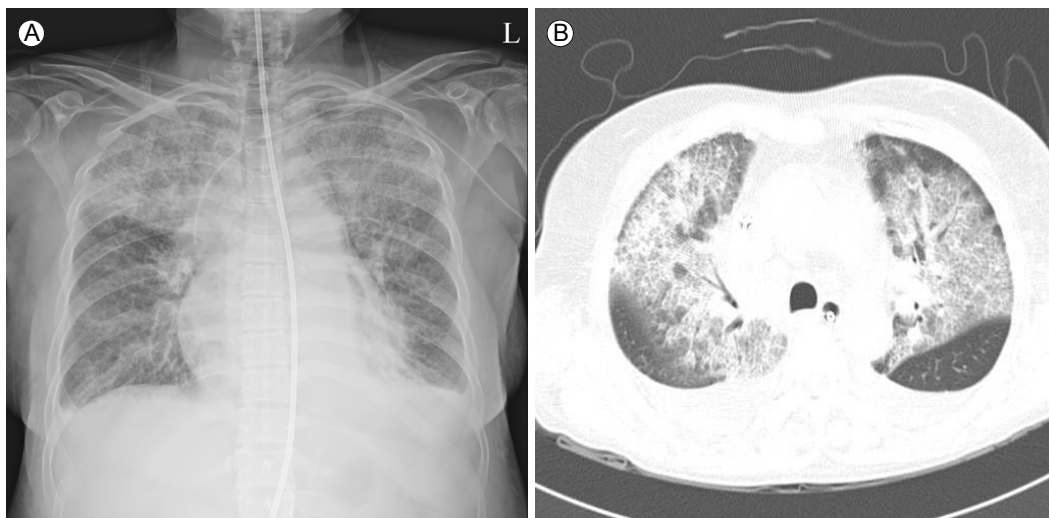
(A) Chest X-ray shows that both lung parenchyma, especially the upper lobes, have diffuse consolidation. (B) Chest computed tomography reveals that both upper lobes have bilateral diffuse ground glass opacity and a crazy-paving pattern. L, left.
